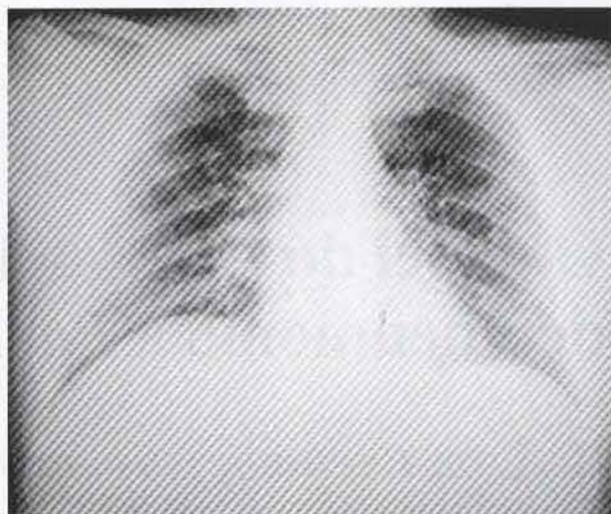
Teleradiografia de tórax em incidência póstero-anterior.
